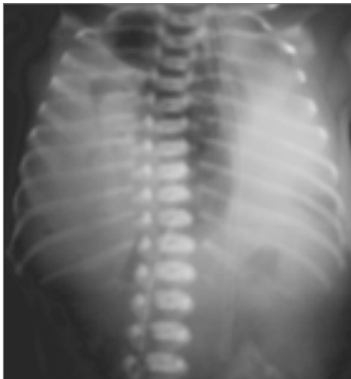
Рентгенографія органів грудної клітки: напружений правобічний пневмоторакс
